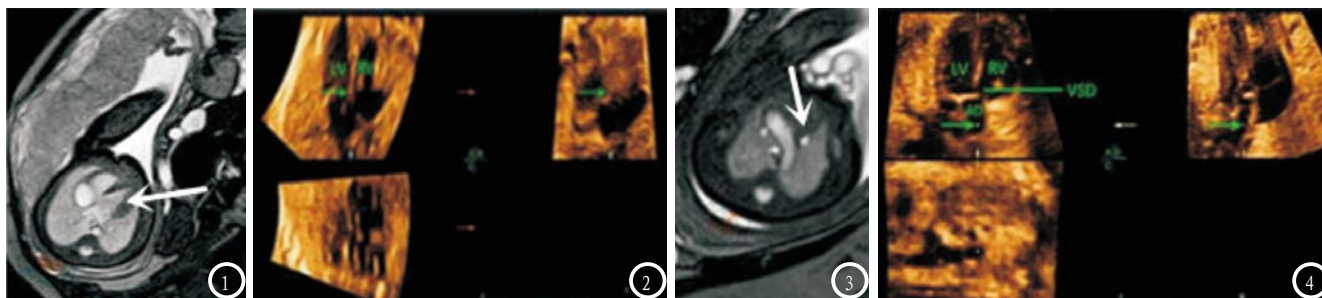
MRI图像；图2 四维超声STIC图像；图3 MRI图像；图4 四维超声STIC图像。
